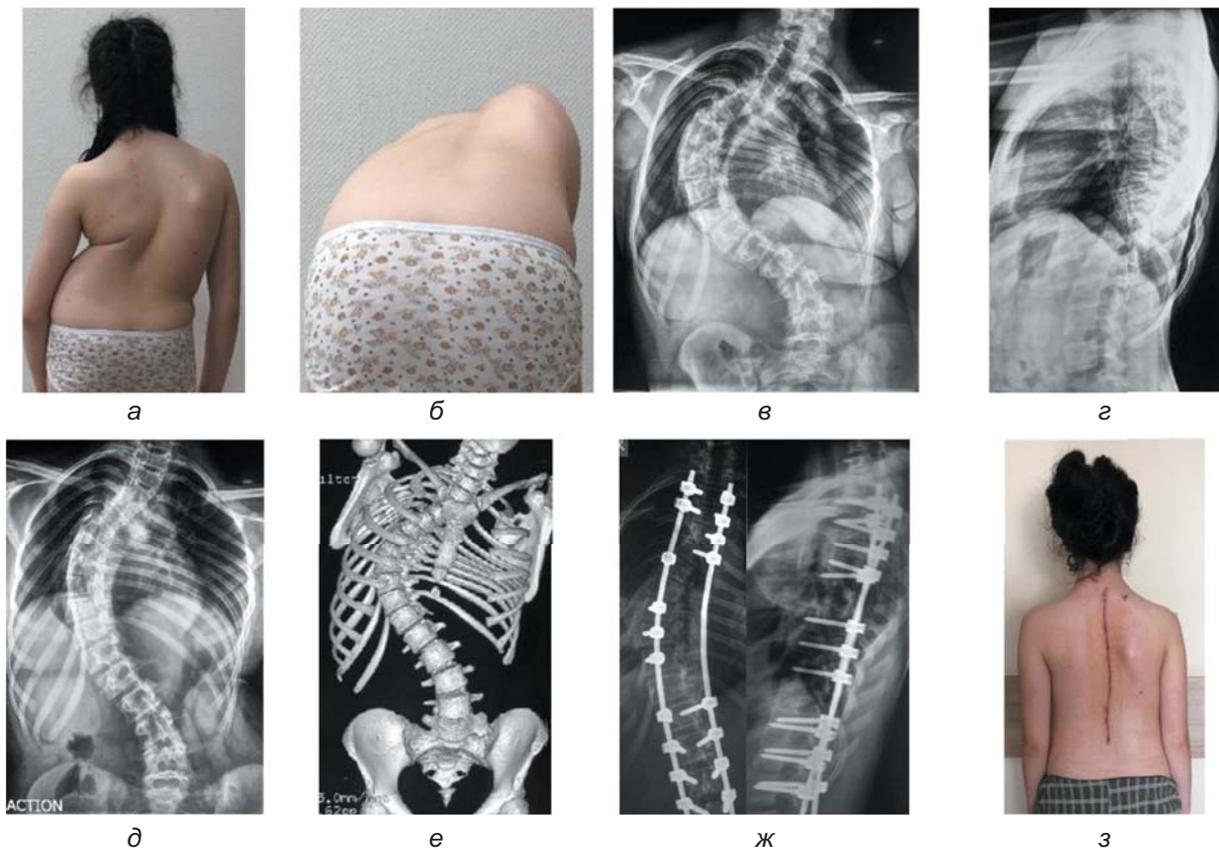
Внешний вид (а, б) и рентгенограммы позвоночника больной Л., 11 лет, до лечения (в, г, д). МСКТ позвоночника до лечения (е). Рентгенограммы позвоночника после операции (ж). Внешний вид больной перед выпиской из стационара (з)
